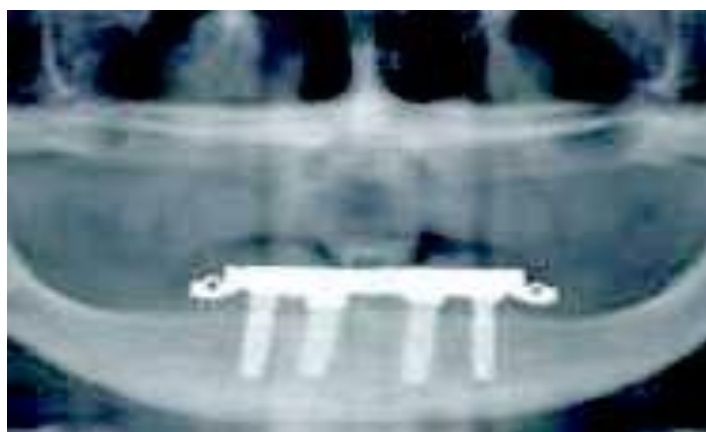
Рентгенологический контроль плотности прилегания к абатментам
